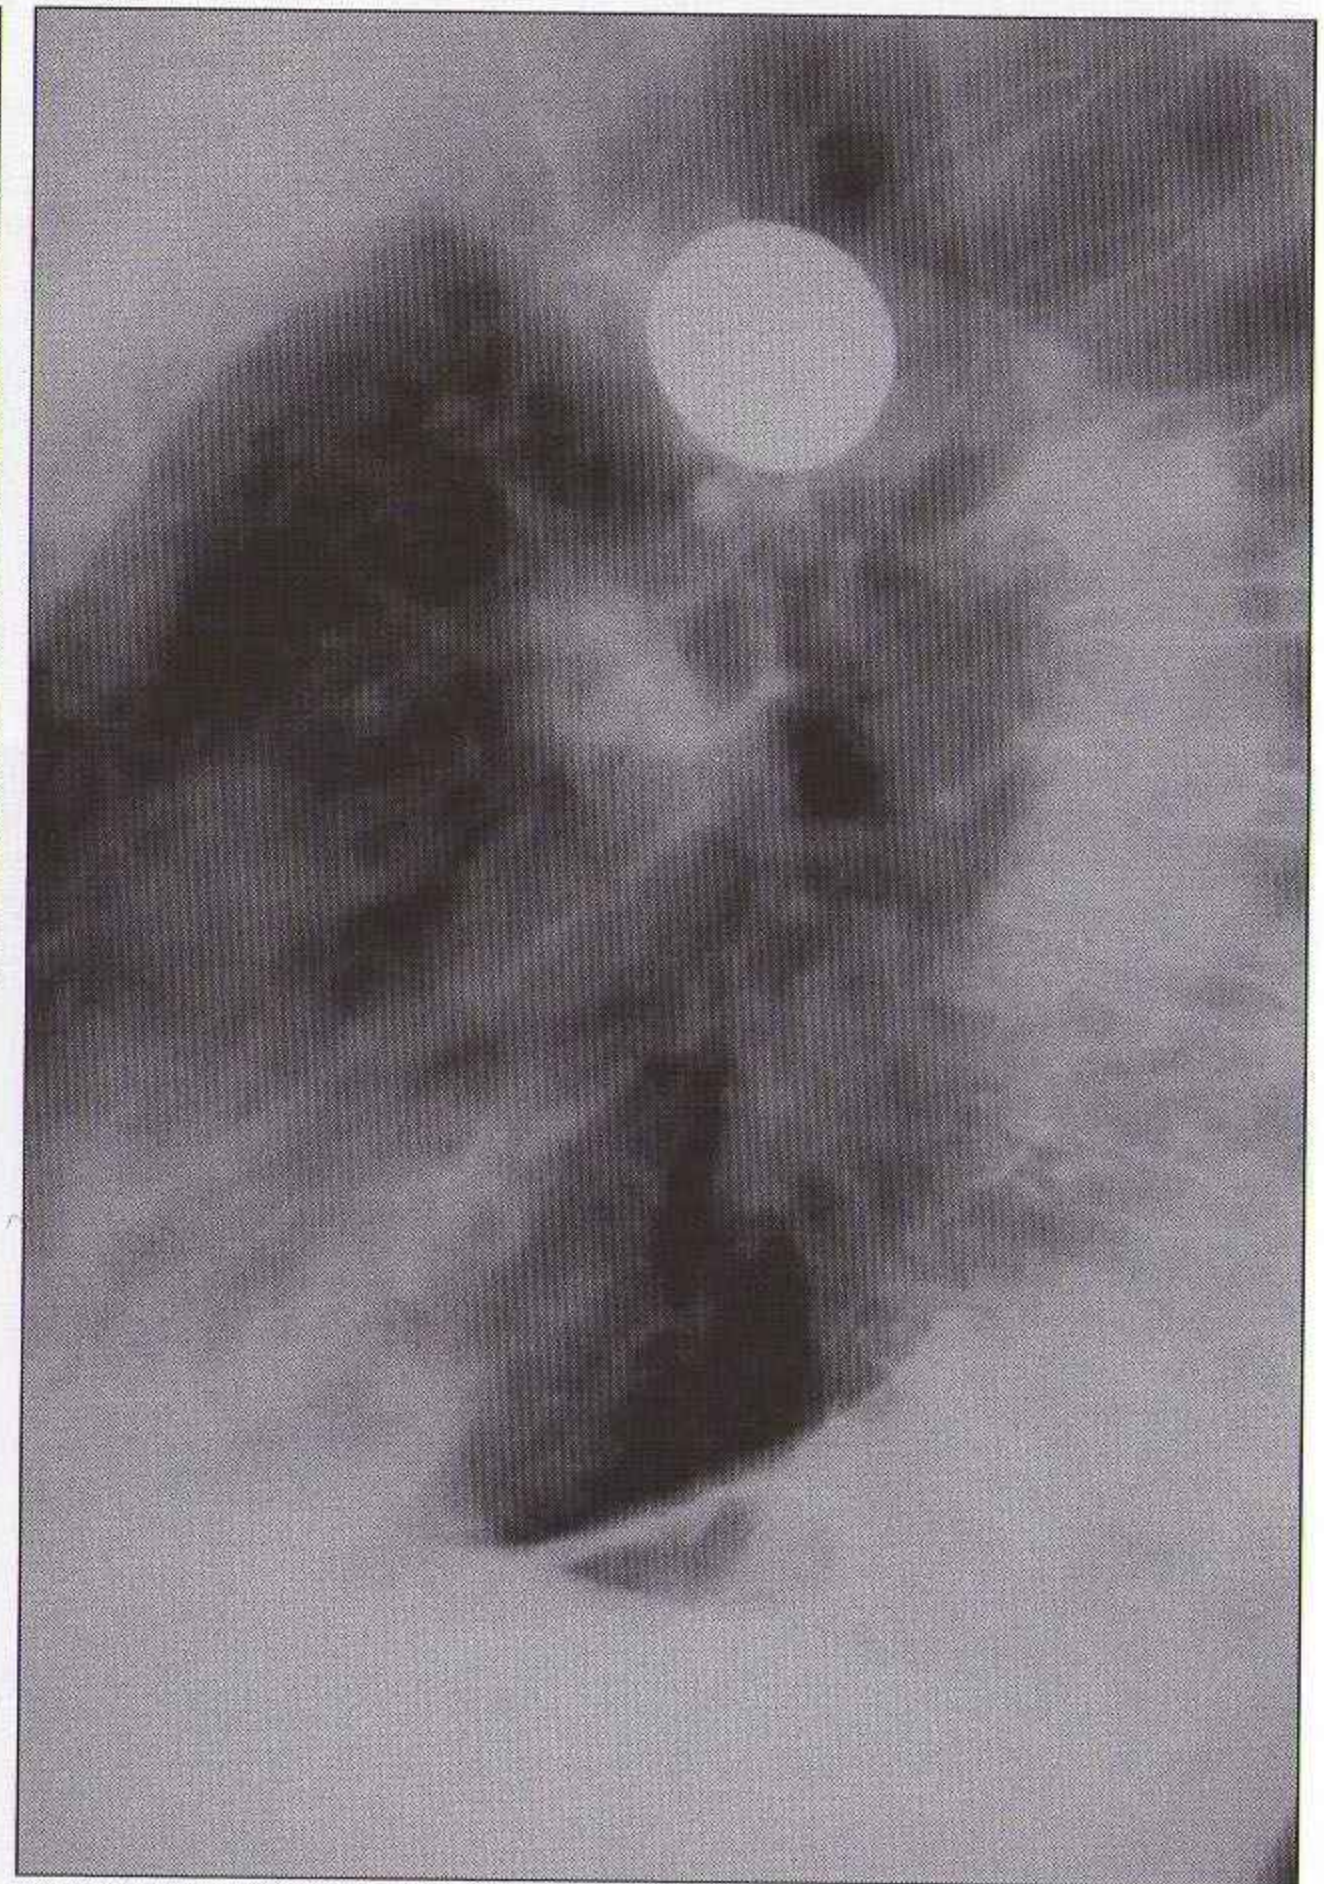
Radiographie du thorax de profil chez le patient de la figure 18.4 : un corps étranger opaque bloqué dans l'œsophage d'un adulte sera mieux visible sur une incidence de profil.
